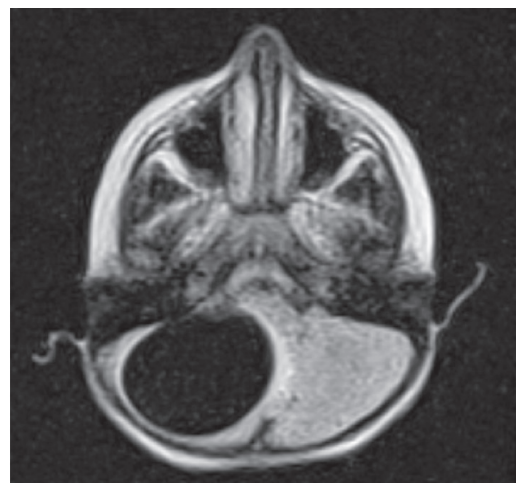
Axial flair MRI showing mild edema surrounding the cyst.
